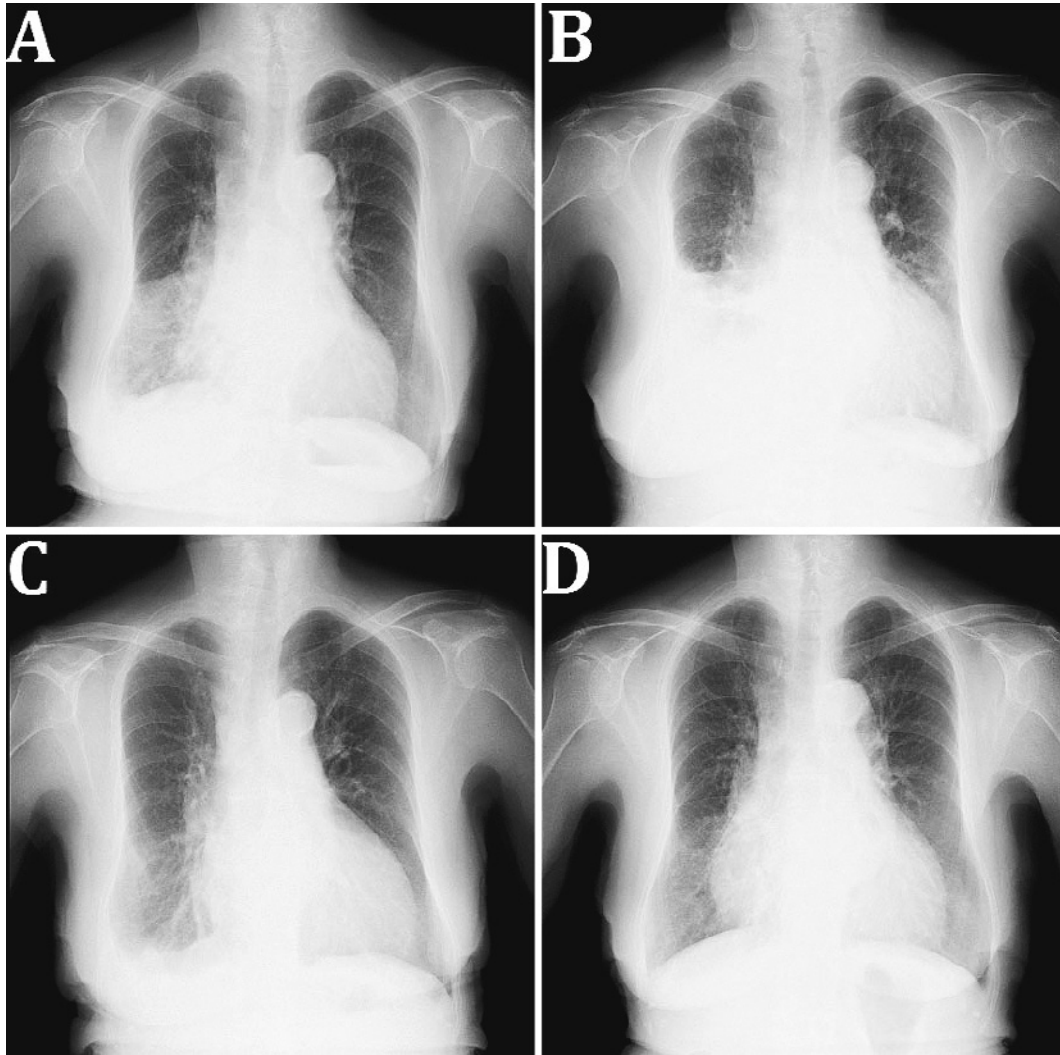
A) Chest radiography performed on admission showed an infiltrate in the lower lung field; B) Moderate pleural effusion appeared on admission day 8; C) Chemotherapy was restarted with a decreased dose of crizotinib on admission day 23; D) The infiltrate disappeared from the right lower field in the third month of treatment.
